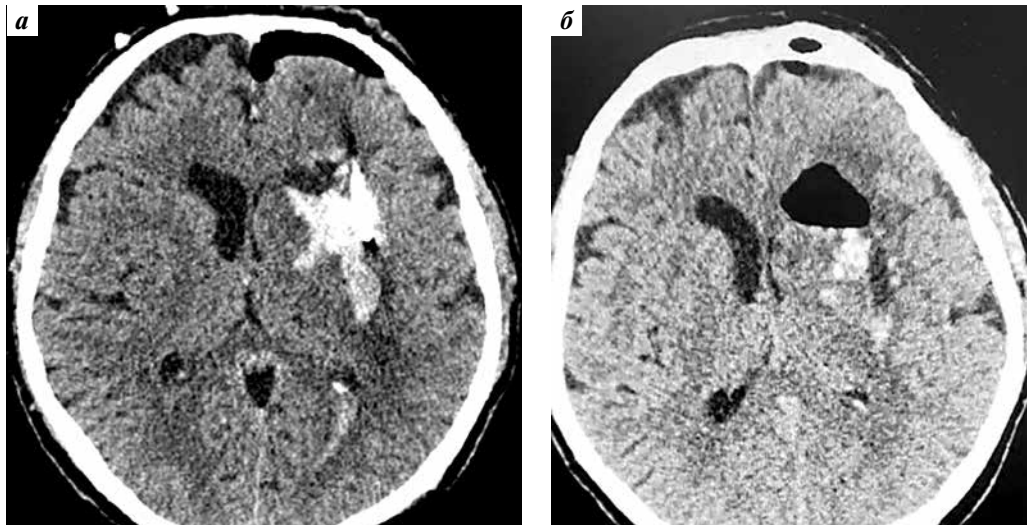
Компьютерная томография головного мозга пациента Д. в аксиальной проекции: а – 48 ч от начала фибринолиза: объем гематомы – 10 см<sup>3</sup>; дислокации нет; б – 72 ч от начала фибринолиза: объем гематомы – 3 см<sup>3</sup>; дислокации нет; катетер удален
